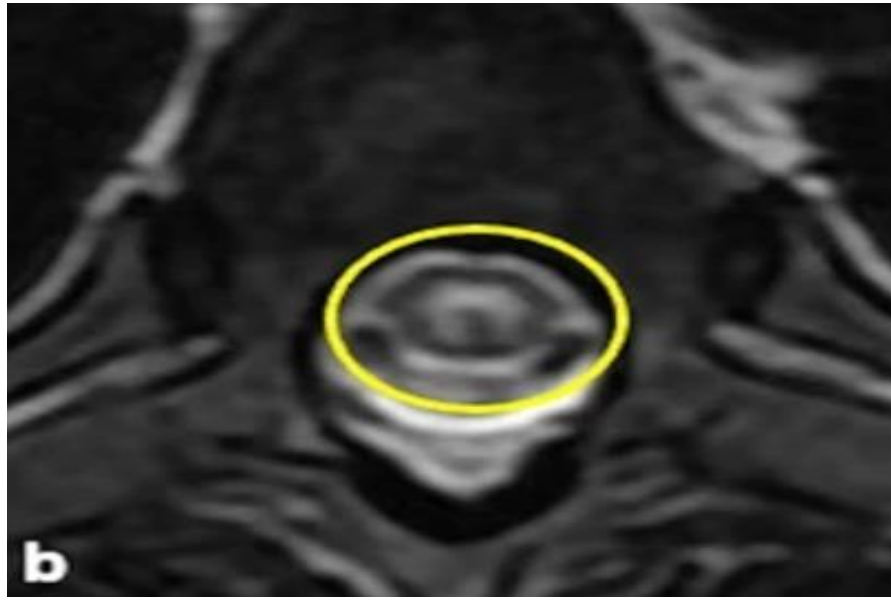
IRM médullaire, Coupe axiale, séquence T2 objectivant une myélite touchant la substance grise centrale, avec un aspect en « H » (cercle) [31].
